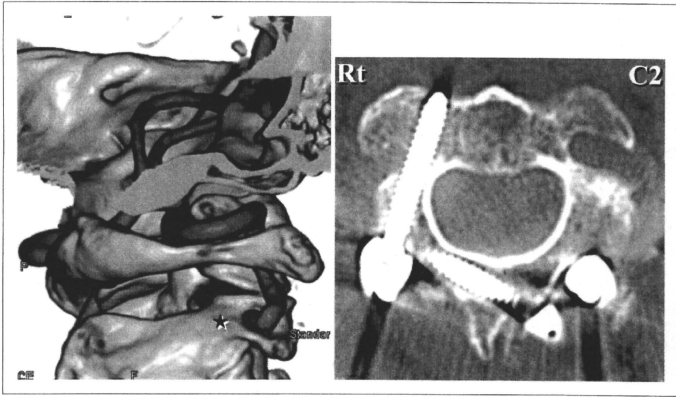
術前3DCTA像(A)および術後CT-MPR像(B)
